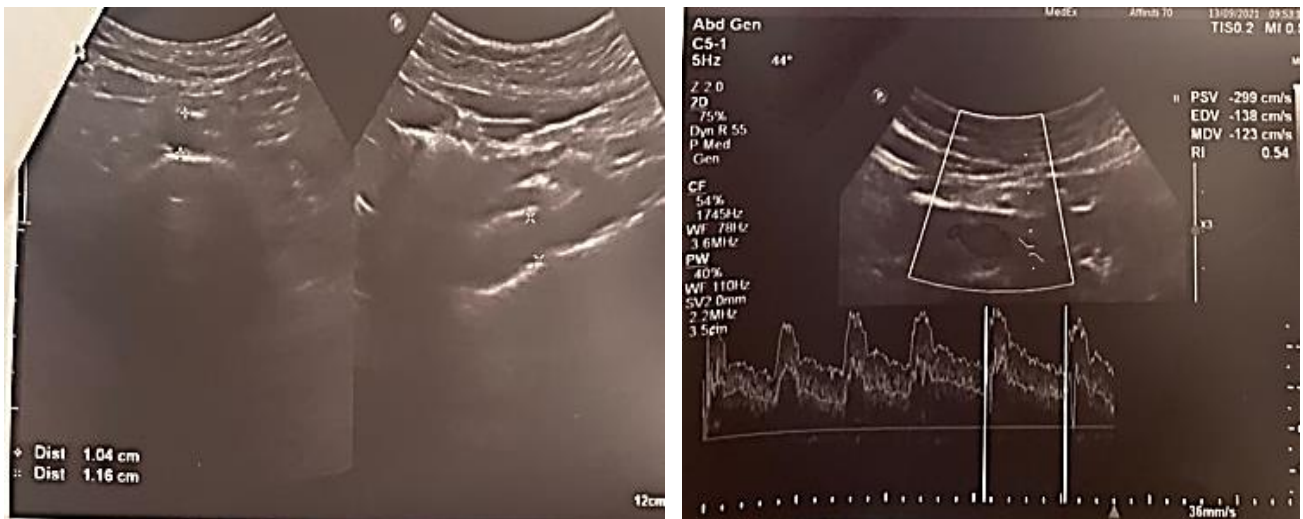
и 11. 13.09.2021 Рисунок УЗИ сосудов брюшной аорты
